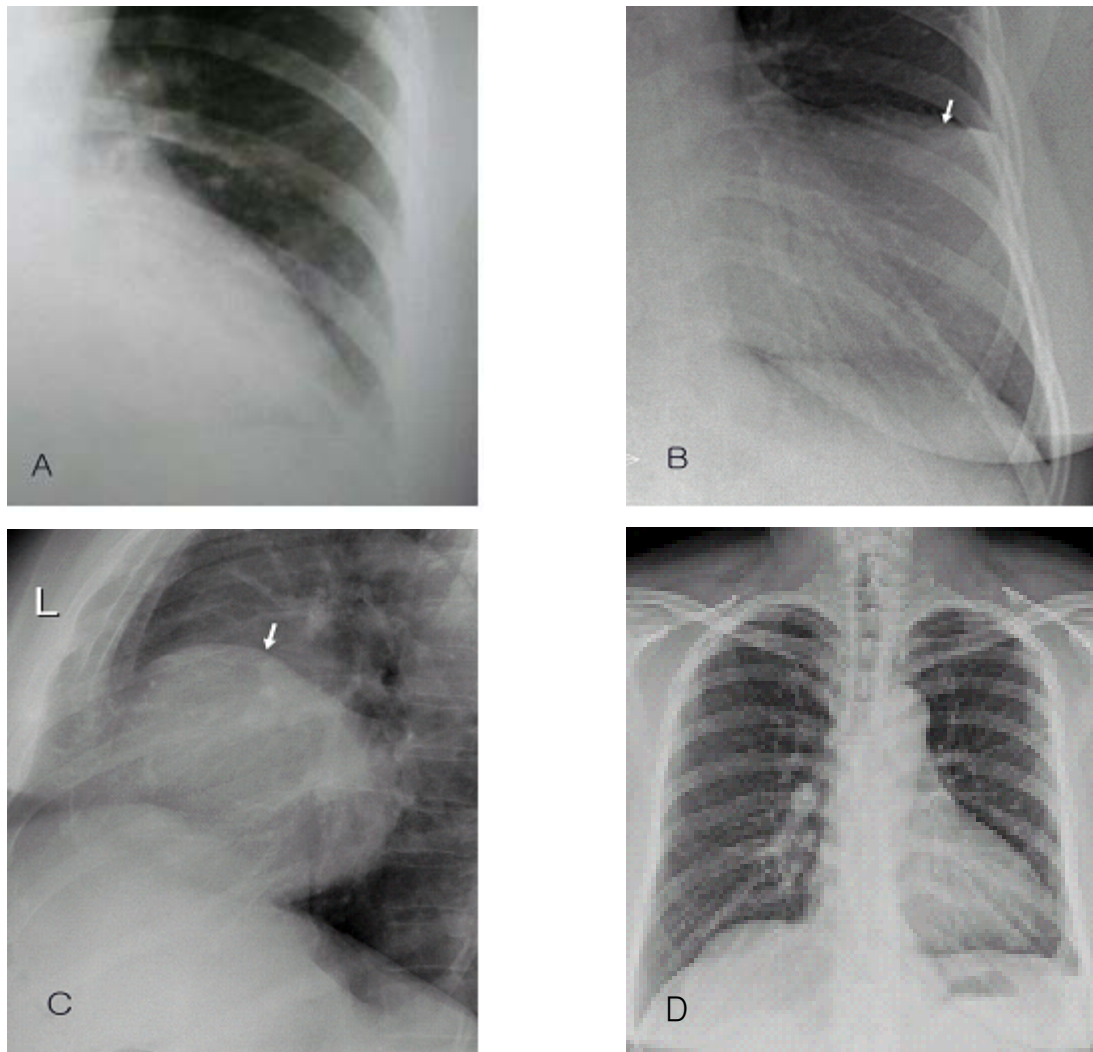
Pre- and postoperative chest X-rays. A view of the left lower aspect of the chest PA taken 16 months prior to admission(A) is normal. A similar view on admission(B) reveals a mass (arrow) that on the lateral radiograph(C) can be seen to that has an anterior location (arrow). In the postoperative chest X-ray 6 months after the surgery(D), the mass shadow is not observed.
